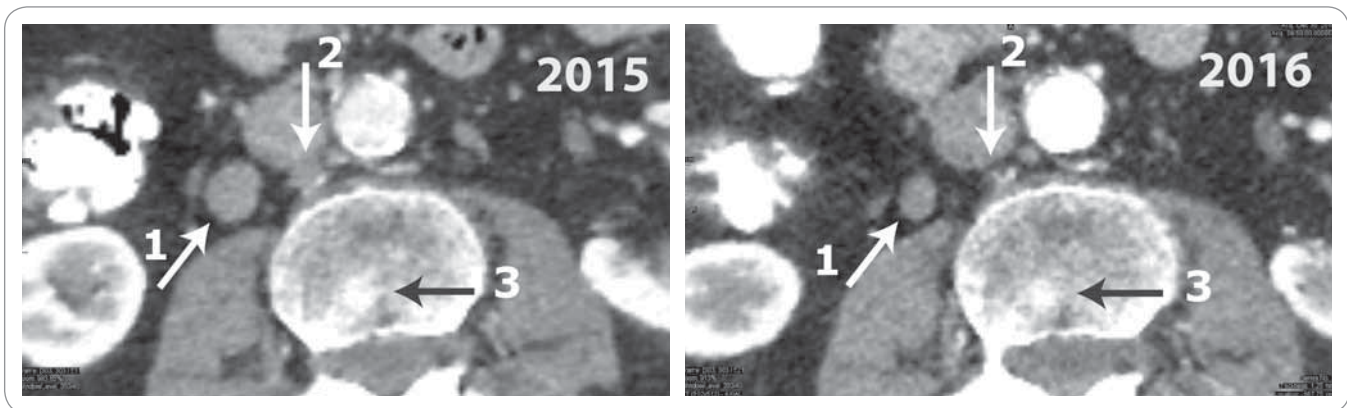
Abdominal CT scan in 2015 (left panel) and 2016 (right panel).
